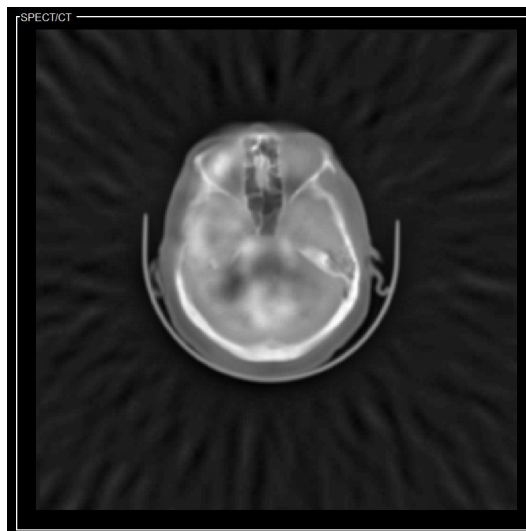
Fusión SPECT/TC - Pirámide Laplaciana
